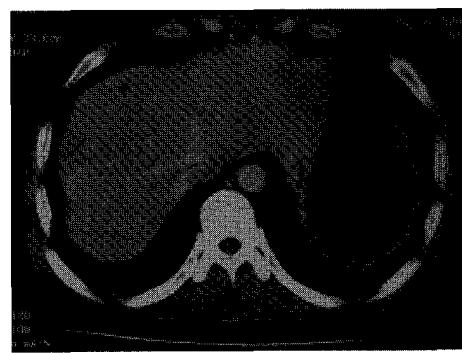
Abdominal CT('03 5/28)
